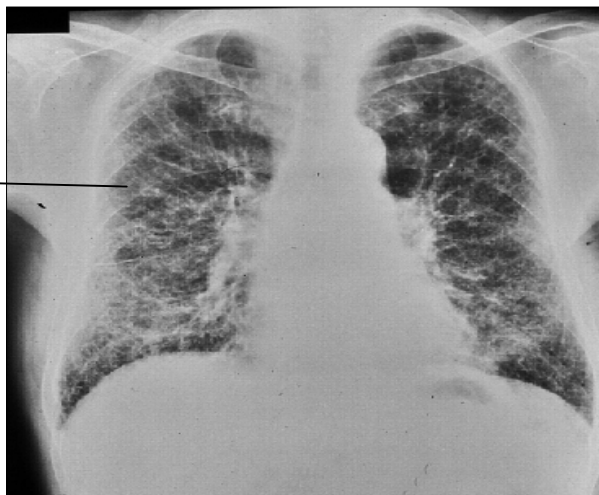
Radiografía de tórax que muestra patrón linear reticular (flecha). Extensión severa de la enfermedad.
